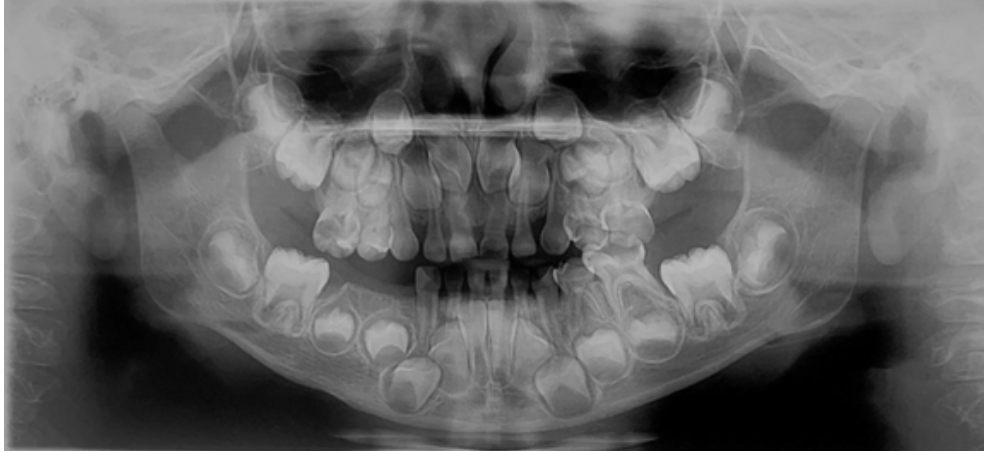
Radiografía Panorámica Inicial. Se observa ausencia de molares primarios inferior derecho así como el primer molar primario en estadio 7 de Carmen Nolla.
